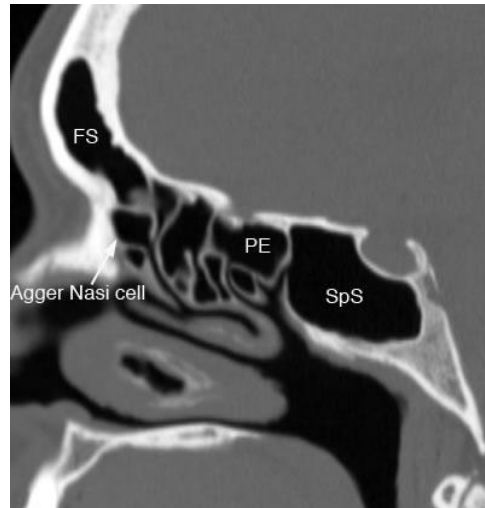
TAC senos paranasales. Corte sagital. Seno frontal (FS). Seno etmoidal posterior (PE). Seno Esfenoidal (SpS).
